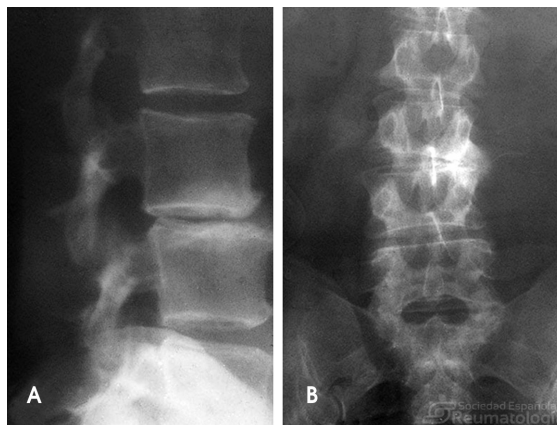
Radiografía AP y lateral de columna lumbar con espondilosis y estrechamiento asimétrico discal L3-L4. (Dr. M. Riera. Fondo de imágenes SER).
